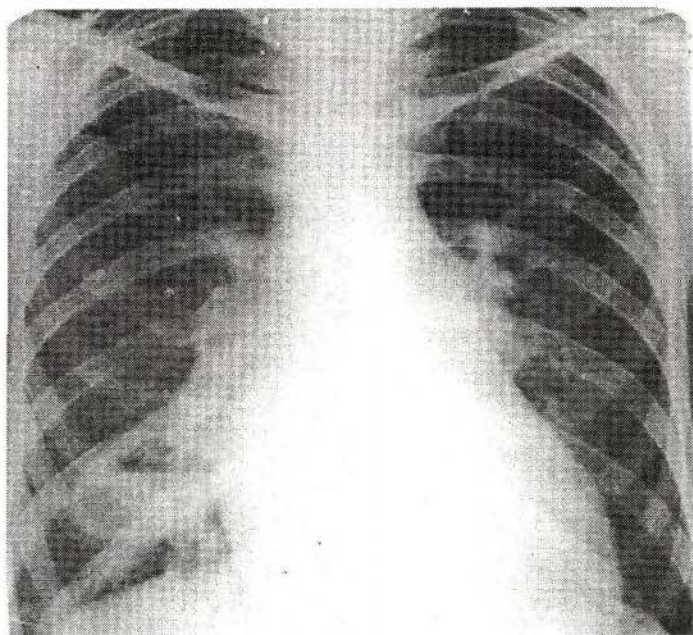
Radiografie de ansamblu a organelor cutiei toracice. Abces pulmonar – porțiunea inferioară pe dreapta.
